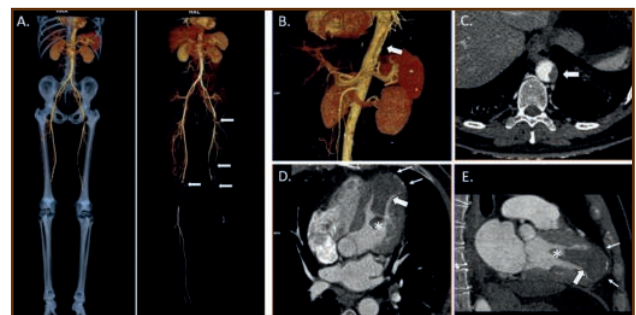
A. La imagen en 3D de angio-TC revela múltiples trombos arteriales bilaterales agudos (flechas) en extremidades inferiores sugiriendo un origen tromboembólico con oclusión de la arteria poplítea izquierda. Reconstrucción 3D (B) y corte transversal de angio-TC (C) que muestra un trombo mural no oclusivo en el hiato aórtico toracoabdominal. Corte de 4 cámaras (D) y 2 cámaras (E) que revelan la presencia de un gran trombo (65 x 32 x 34 mm) con un pedículo distal móvil (*) en el aneurisma apical ventricular izquierdo (flechas pequeñas).
